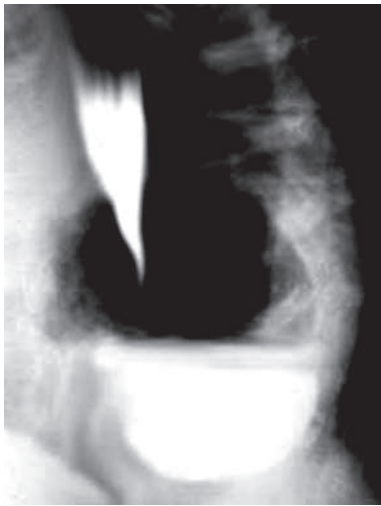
Рентгенологическая составляющая синдрома Маршана – гигантский уровень (псевдоабсцесс) в средостении с газовым пузырьком, задержка контраста в грыжевом мешке, престенотическая дилатация пищевода
